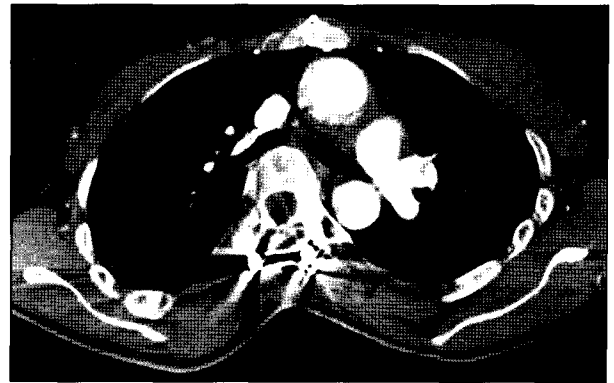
Postoperative computed tomography shows replaced ascending aorta.
